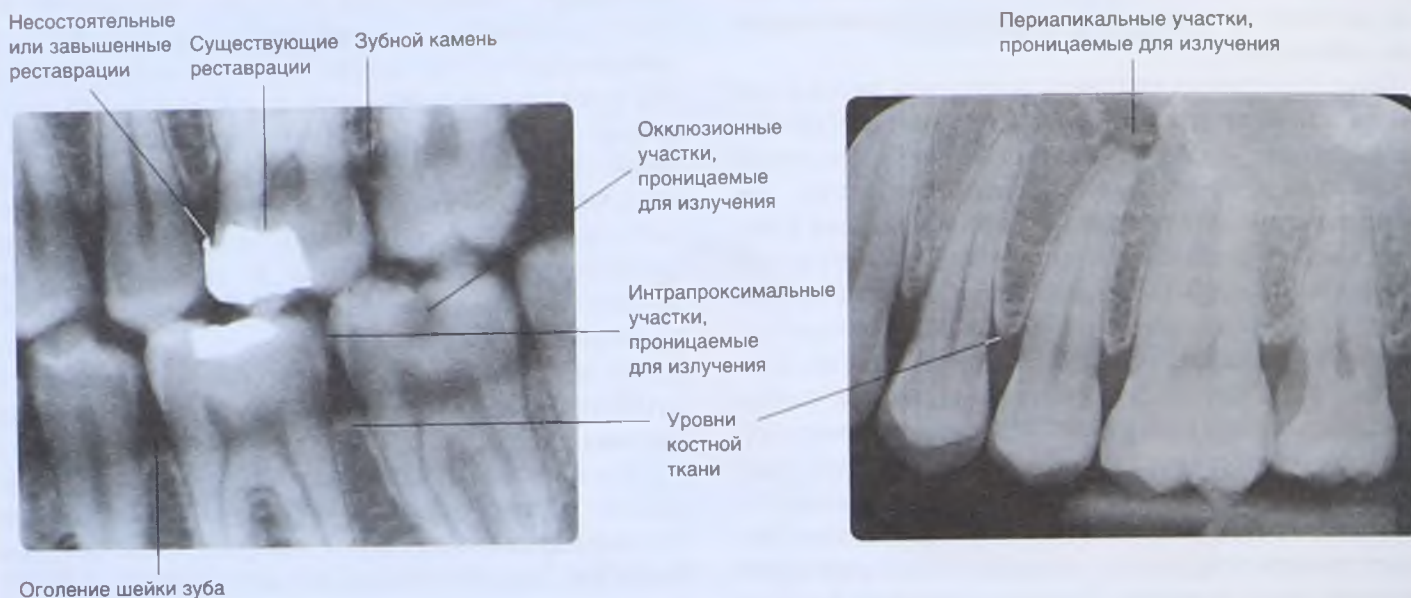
Прикусная рентгенограмма зубов
